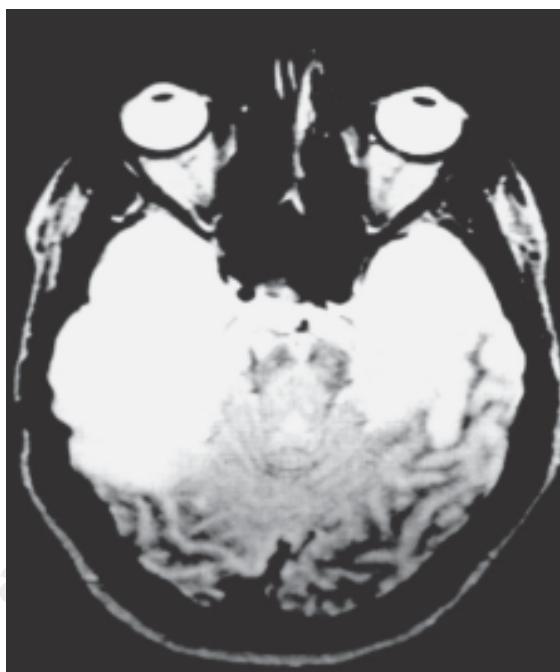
IRM de cerebro con lesiones hiperintensas en lóbulos temporales en paciente con el diagnóstico confirmado por PCR de encefalitis por herpes simple.
